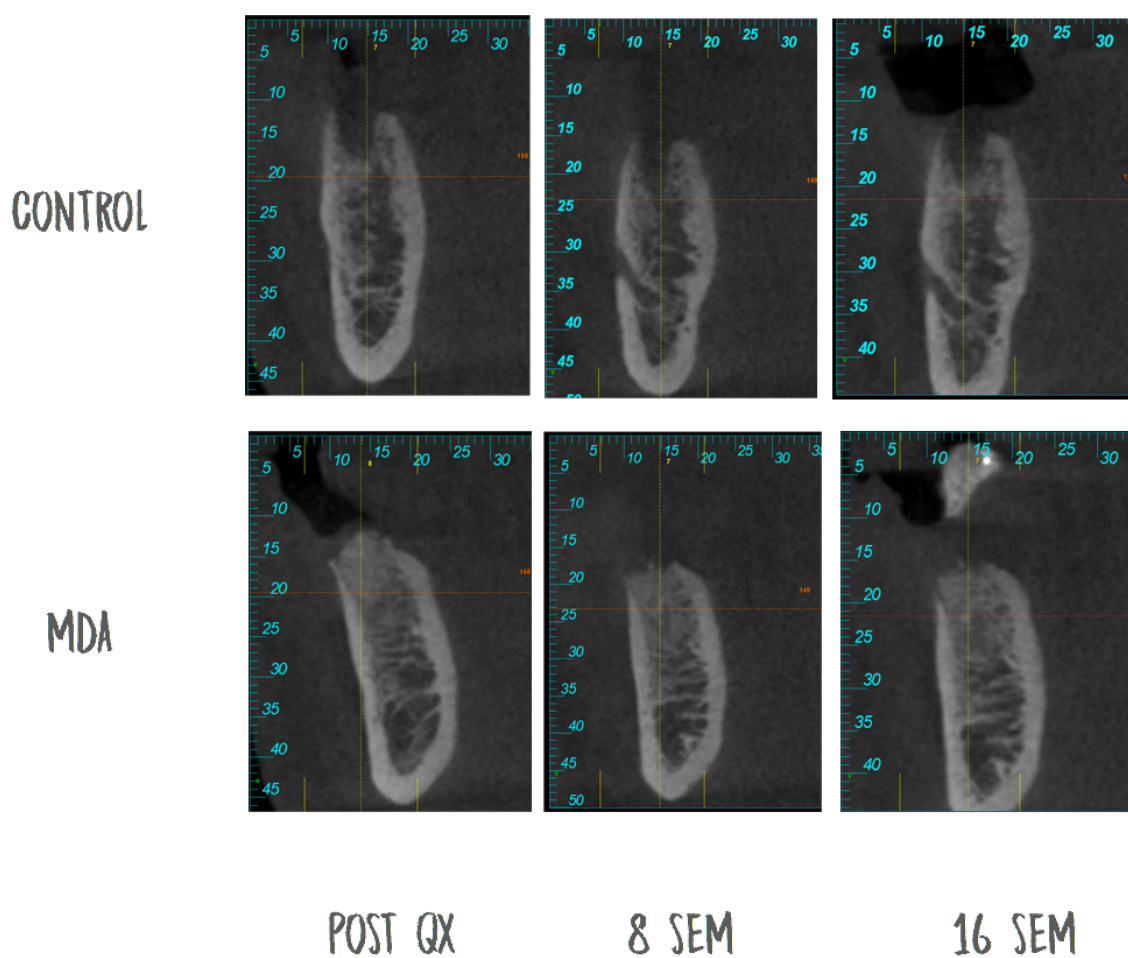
Cortes de CBCT de los alveolos control y MDA.
